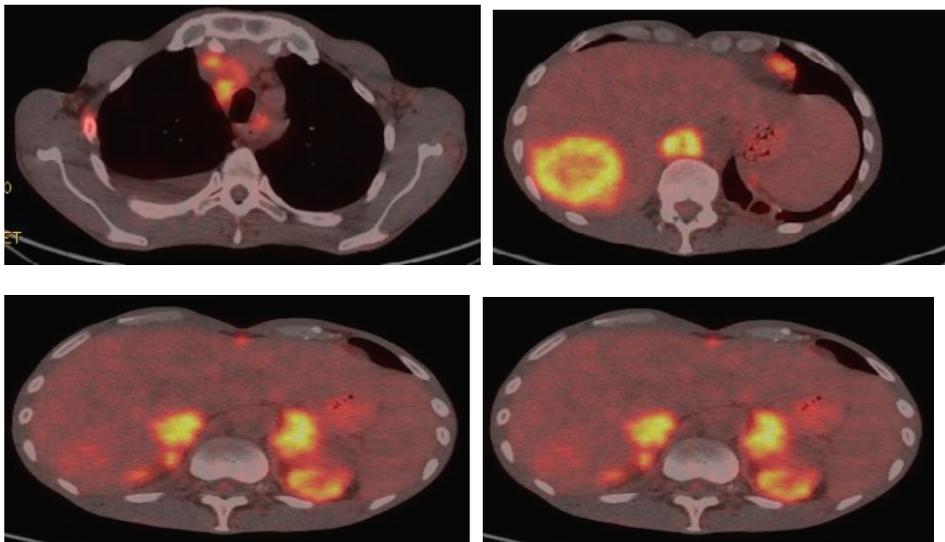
PET-TC con imágenes hipercaptantes.
